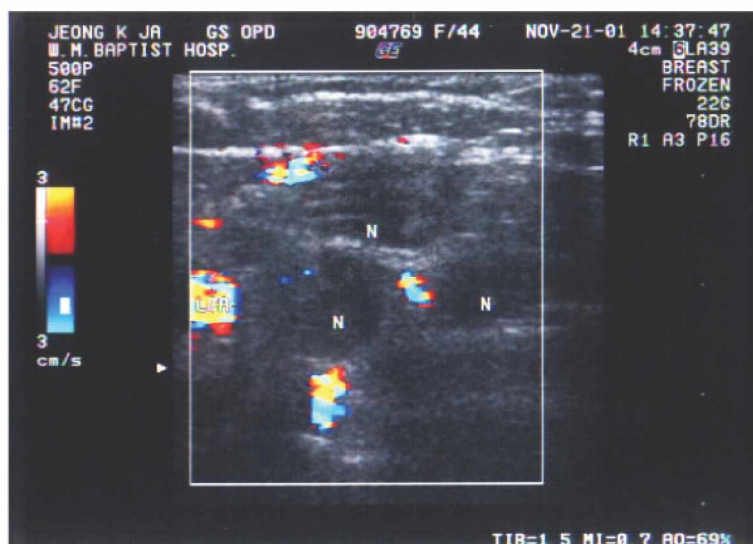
Finding of ultrasonography. Multiple round, enlarged lymph nodes(N) with cortical thickening and loss of hilar fat are noted on ipsilateral supraclavicular fossa lateral to left carotid artery(LCA).
